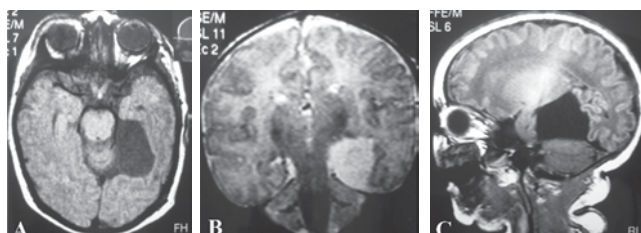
RM 7 de Octubre 2003. Lesión quística temporal medial izquierda con efecto de volumen en cortes axial T-1 (A), coronal T-2 (B) y sagital T-1 paramedial (C).
